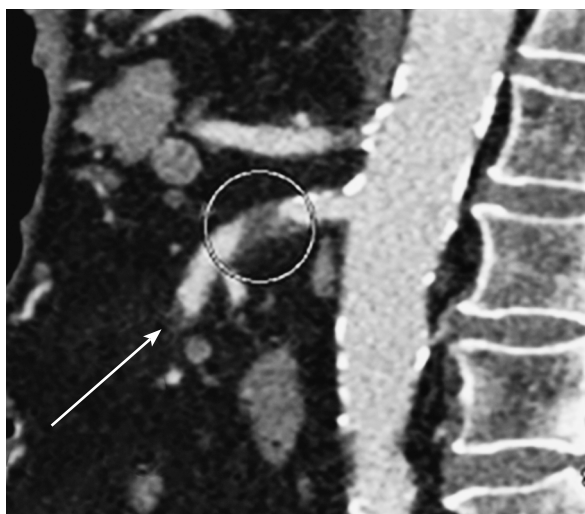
МСКТ в ангиорежиме. Окклюзия верхней брыжеечной артерии во втором сегменте (боковая проекция). Кругом обозначен рыхлый тромб, расположившийся в первом сегменте верхней брыжеечной артерии
